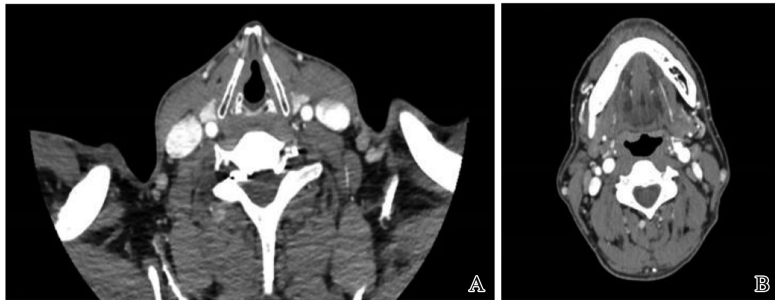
颈部 CT 平扫与增强:右侧声带结节样增厚(A)、双侧颈部稍大淋巴结(B)
